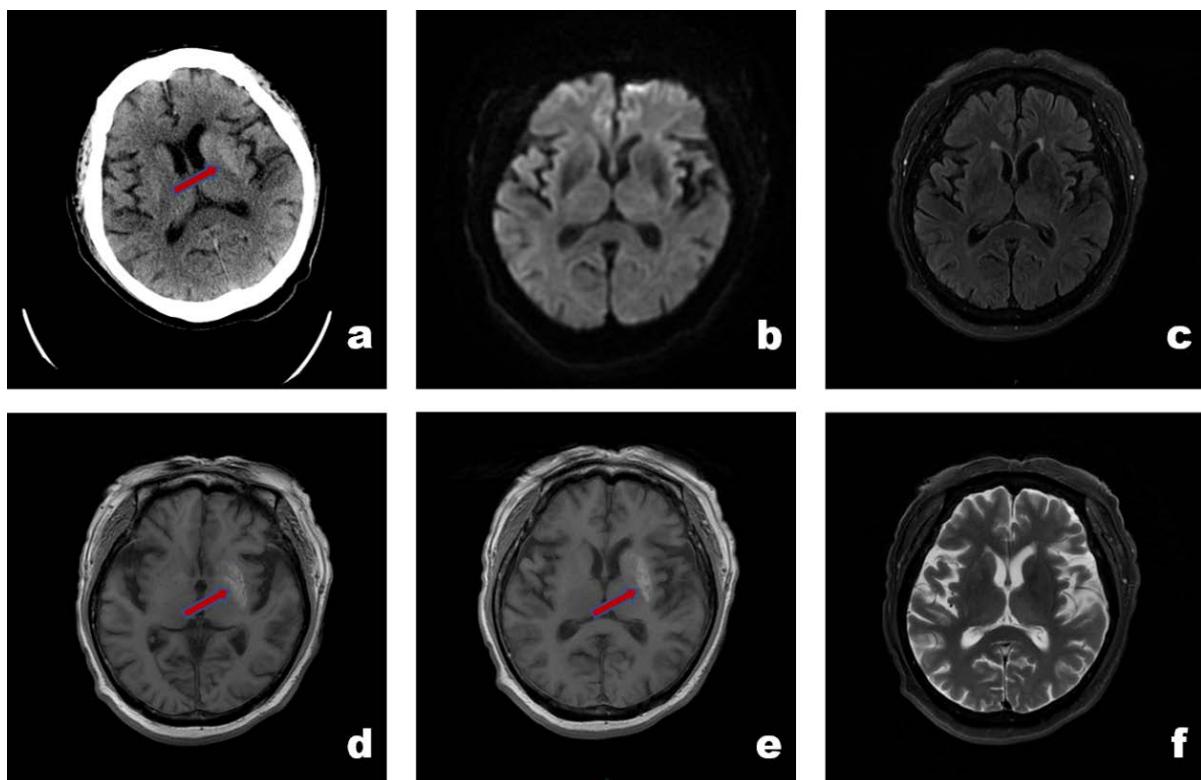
Neuroimaging tests: (a) cranial CT scan; (b) cranial magnetic resonance DWI; (c) cranial magnetic resonance T2 Flair; (d), (e) cranial magnetic resonance T1; (f) cranial magnetic resonance T2
